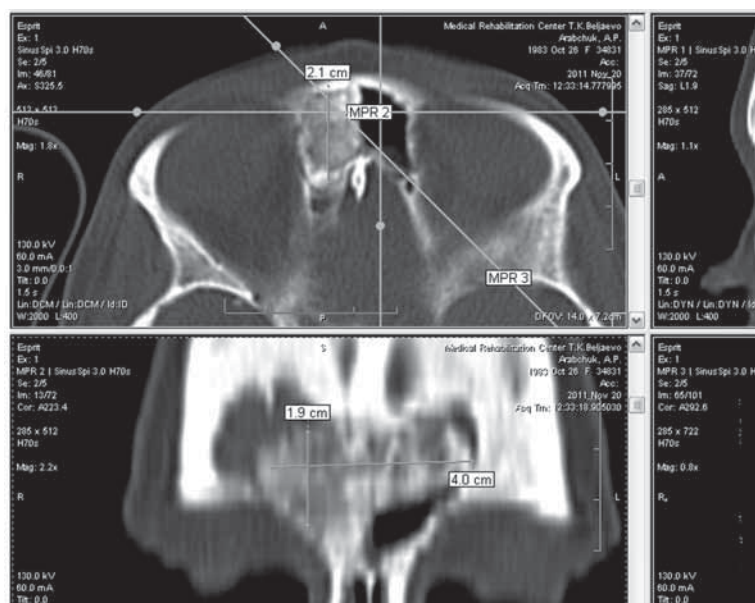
Компьютерная томограмма околоносовых пазух пациентки А.
